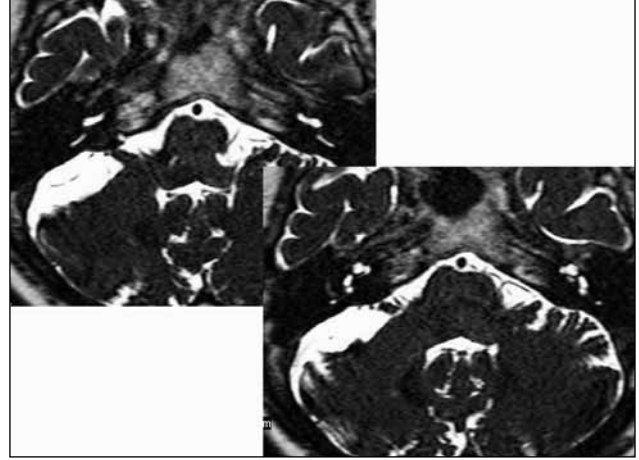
MRG T2AG aksiyel incelemede facial ve vestibülokoklear sinir çekirdeklerinin bulunduğu düzlem ve medullo-pons sınırından çıkarak porus akustikusa yönelen vestibülokoklear sinir demeti görülmektedir.
